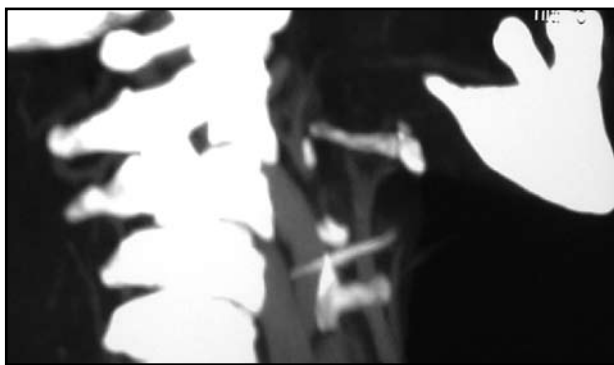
Tomografía Computada de cuello que muestra un cuerpo extraño radio-opaco en la supraglotis.
